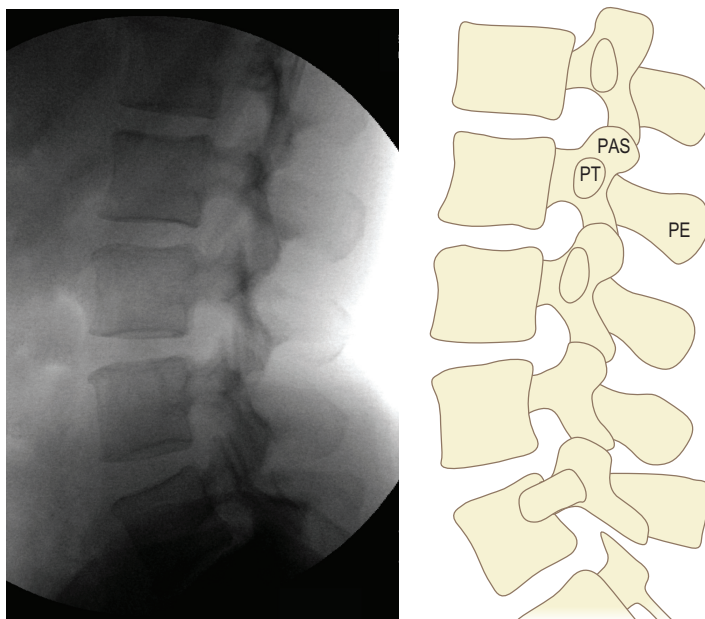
Radiographie latérale du rachis lombal. PAS : processus articulaire supérieur; PE : processus épineux; PT : processus transverse.
